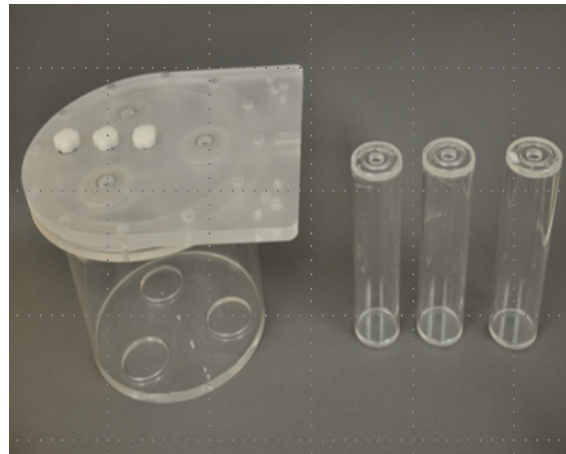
94 NEMA PET phantom
